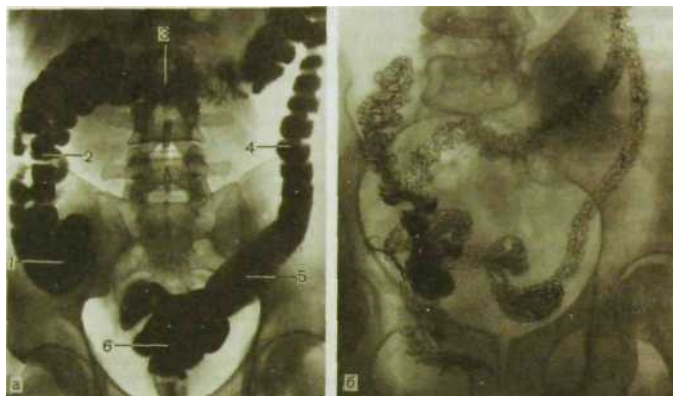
114. Рентгенограммы толстой кишки.
